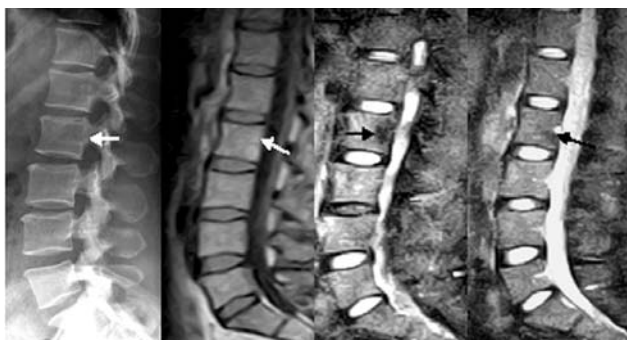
Боковая спондилограмма, МРТ T1-ВИ и STIR изображение поясничного отдела позвоночника в сагиттальной плоскости 45-летней пациентки с IV вариантом конверсии. На рентгенограмме в теле L2 определяется округлой формы участок кистоподобной перестройки структуры до 14 мм в диаметре, который визуализируется на МРТ в виде интенсивного сигнала округлой формы (T1-ВИ), а на 2-х изображениях с подавлением сигнала от жировой ткани этот участок имеет гипоинтенсивные характеристики сигнала (стрелки).
